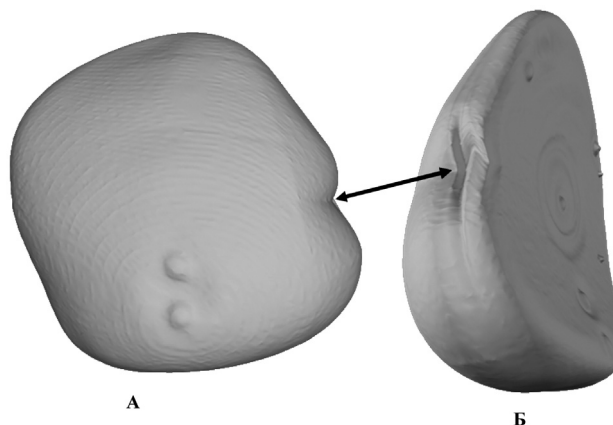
КТ-маммография. Трехмерная реконструкция имплантата.
